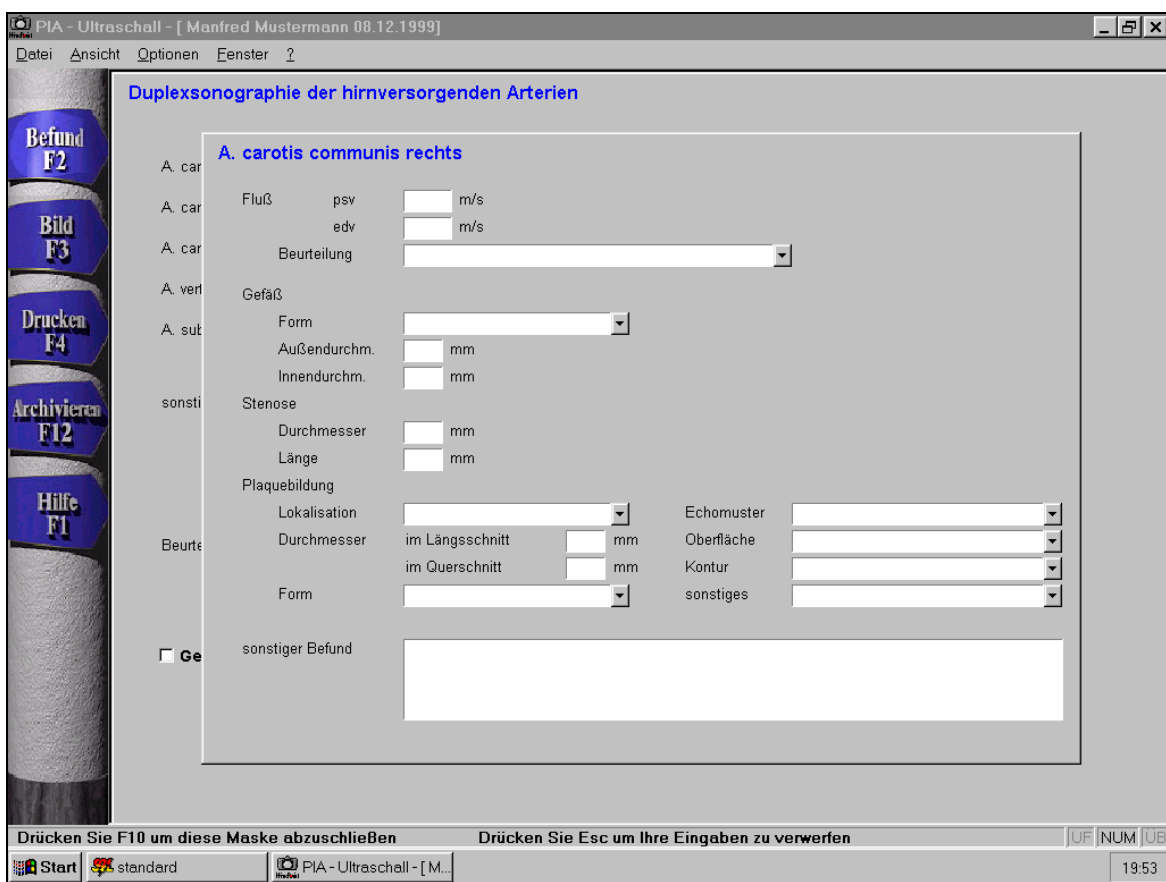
Menü „Duplexsonographie der A. carotis communis“
